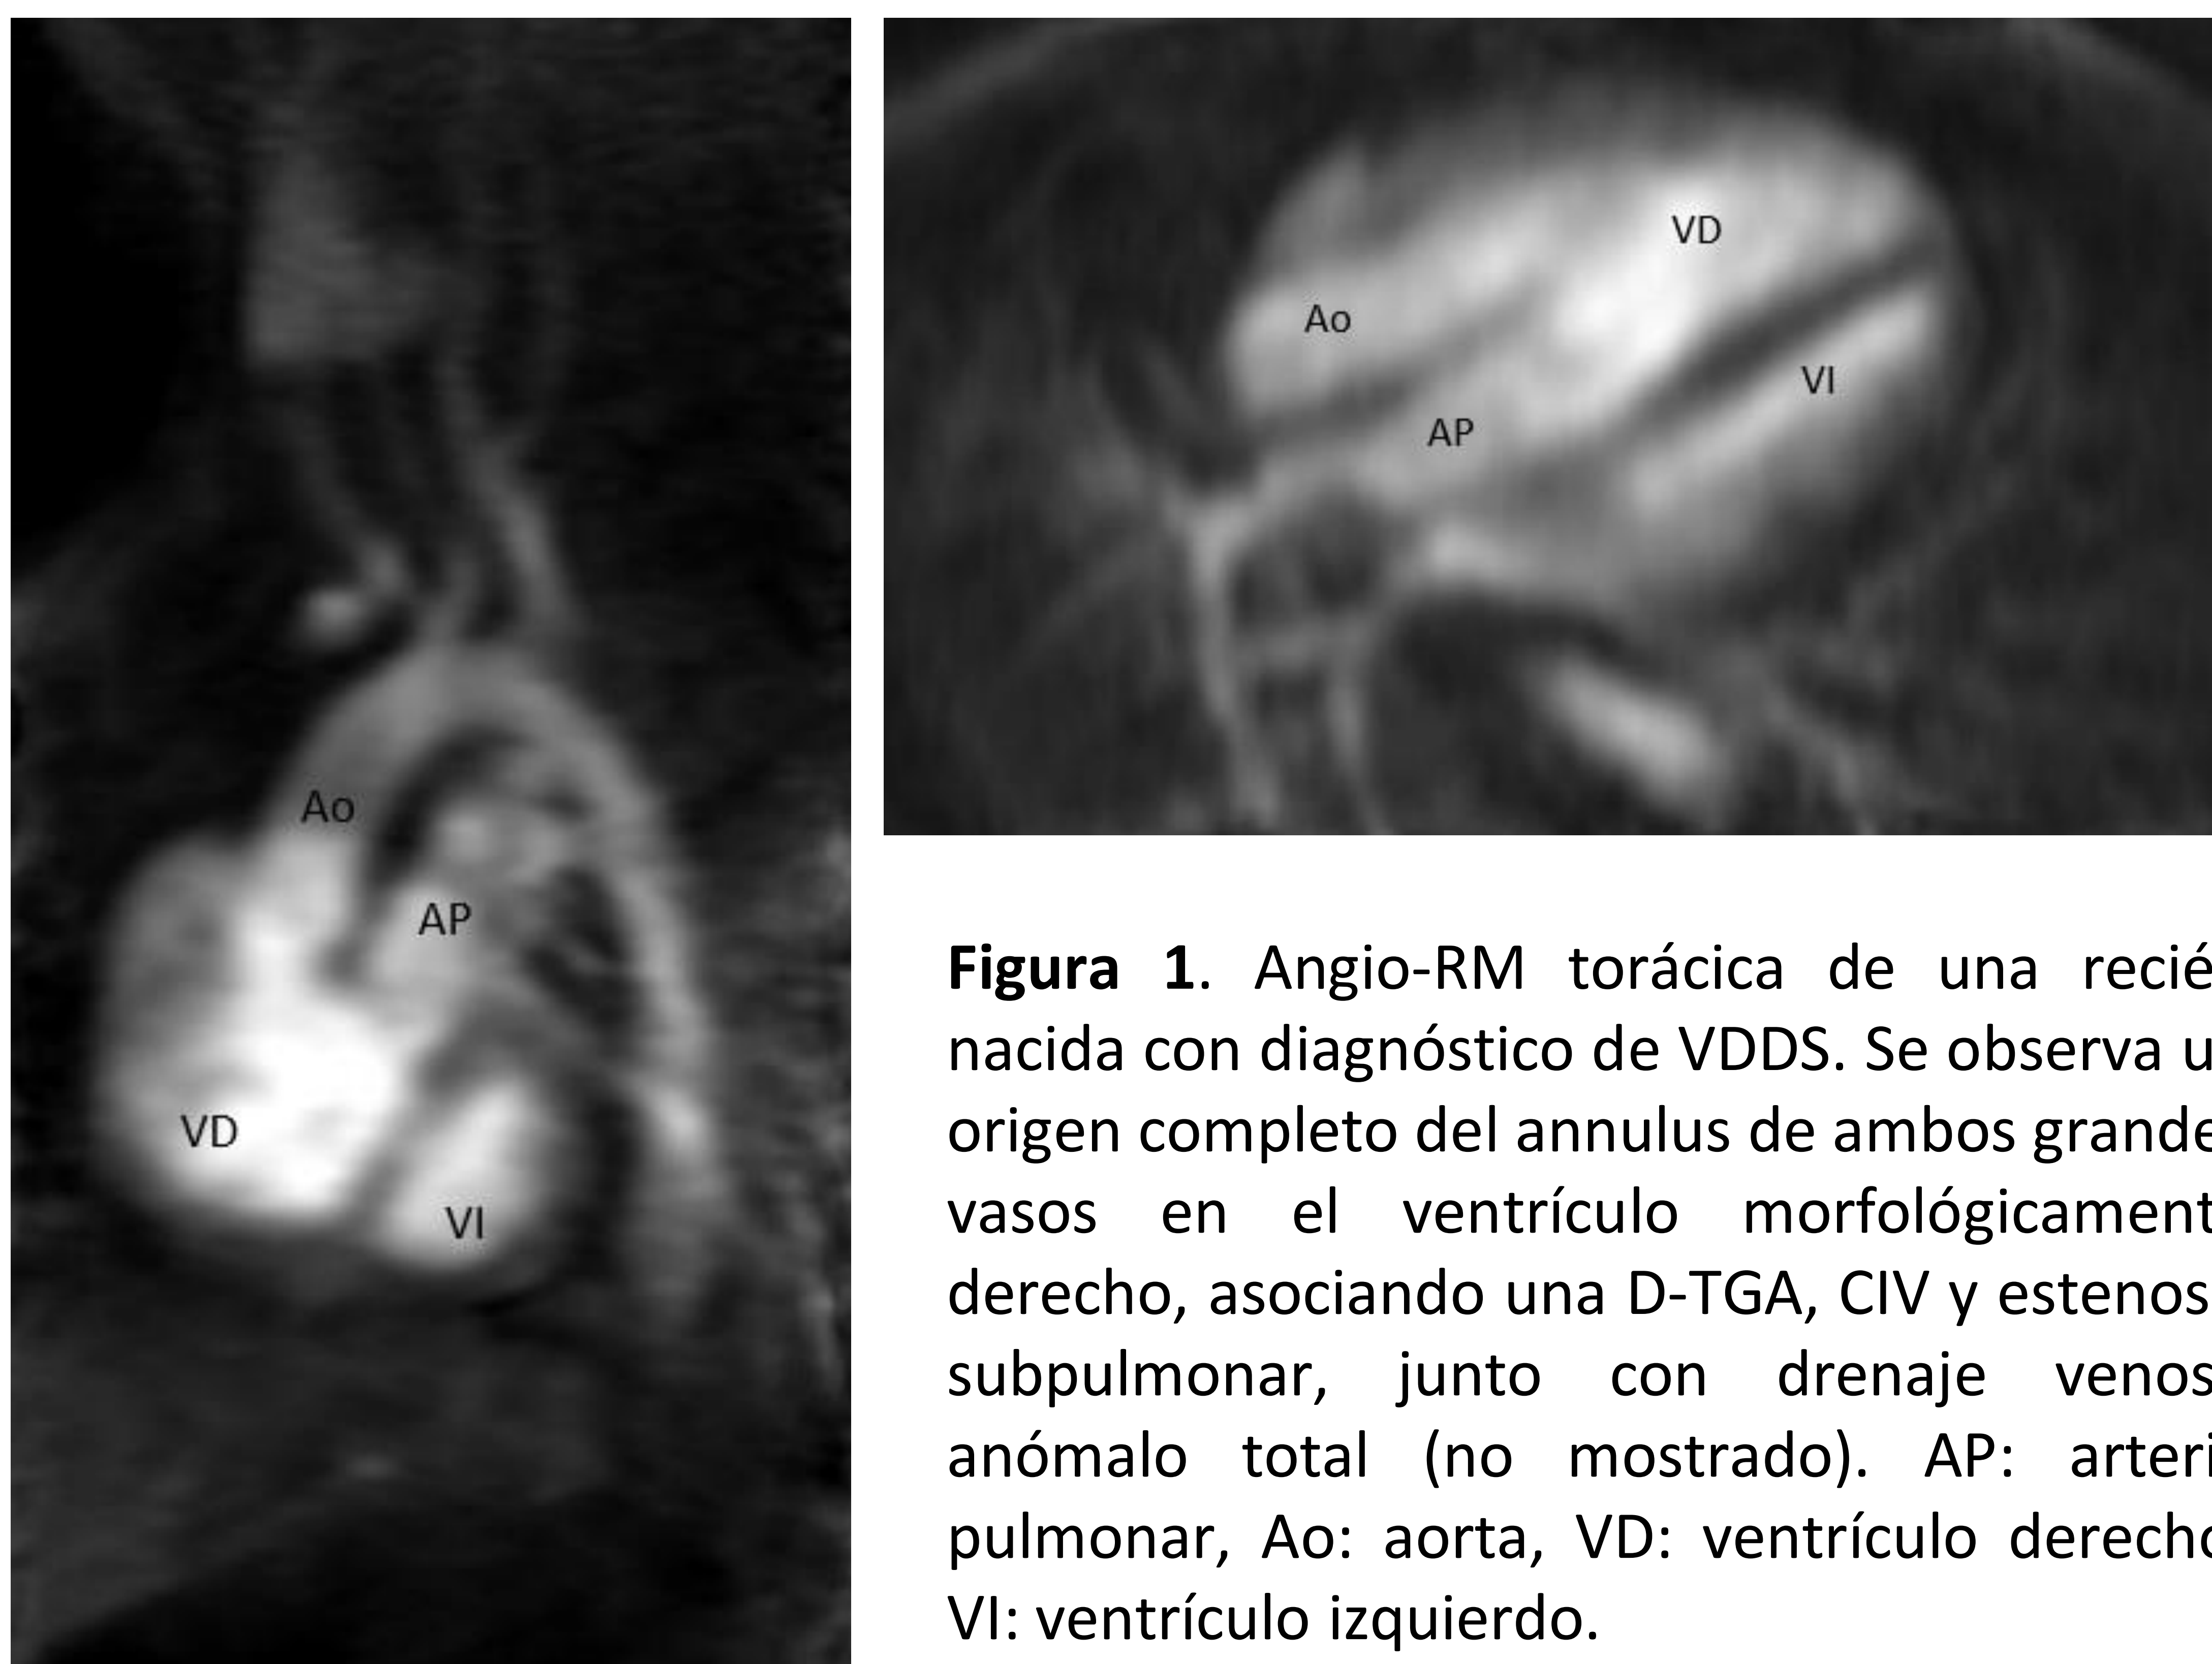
Angio-RM torácica de una recién nacida con diagnóstico de VDDS. Se observa un origen completo del anulus de ambos grandes vasos en el ventrículo morfológicamente derecho, asociando una D-TGA, CIV y estenosis subpulmonar, junto con drenaje venoso anómalo total (no mostrado). AP: arteria pulmonar, Ao: aorta, VD: ventrículo derecho, VI: ventrículo izquierdo.
